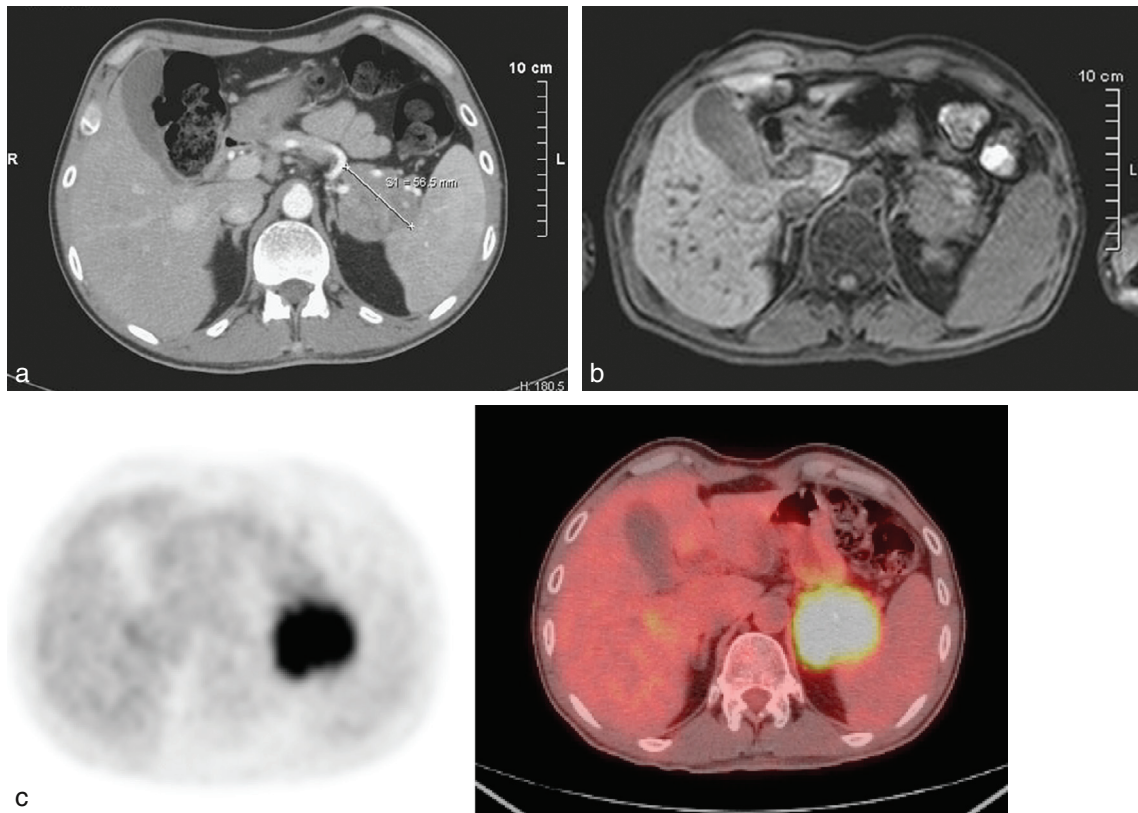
Glucagonome. Chez le patient atteint de glucagonome malin, visualisation de la tumeur pancréatique par la tomodensitométrie, l'IRM et la scintigraphie à l'OctreoScan®.
